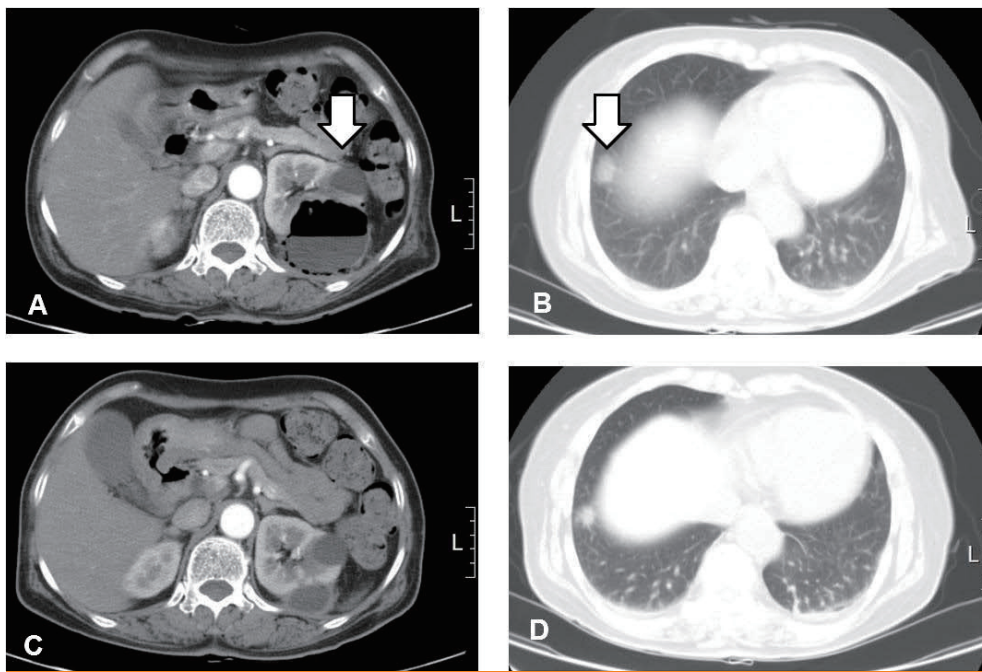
(A) Initial abdominal CT scan reveals Lt. APN with an air-containing abscess (7.5 cm) with perinephric infiltration and fluid (arrow). (B) Initial chest CT scan reveals multiple nodules in both lungs, suggestive of a septic embolism (arrow). (C, D) Follow-up CT scan after 4 weeks reveals interval resolution of inflammatory lesion.
